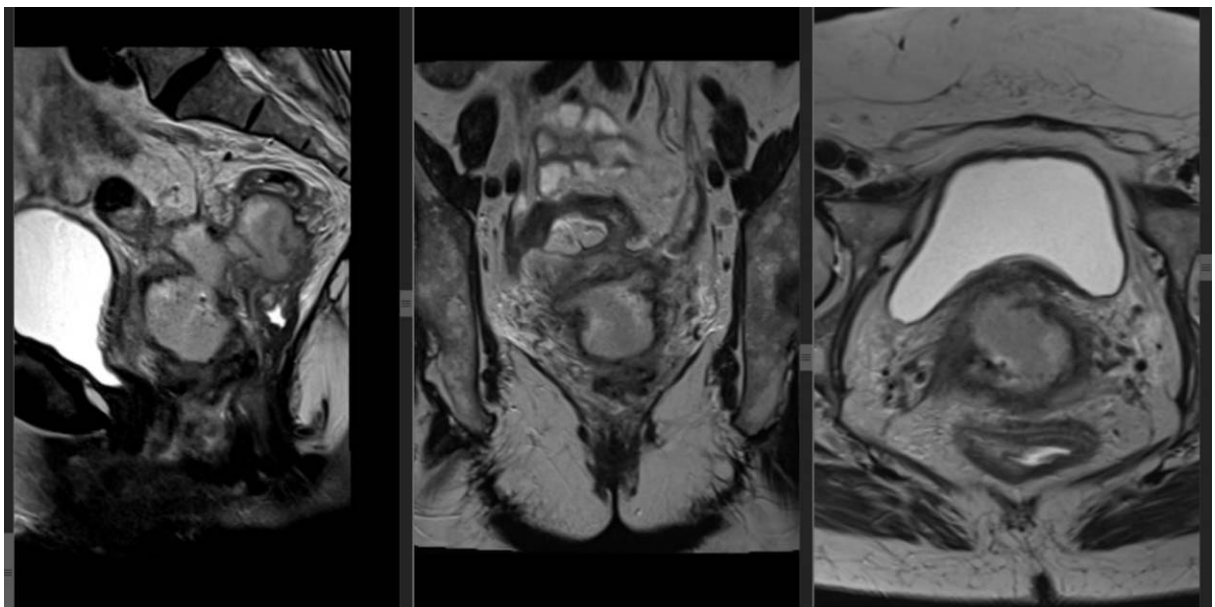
МРТ. Хвора С., іст. хвороби № 9.1421. Гематома після вагінальної екстирпації та встановлення сітчастого ендопротезу.
